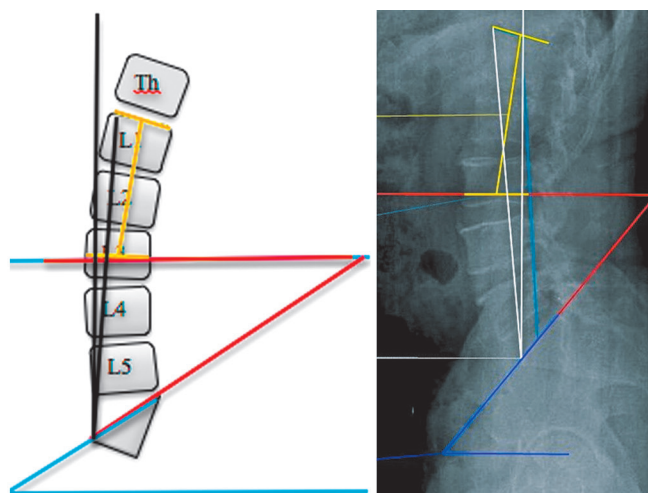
Поясничный лордоз 4 типа: а – скиаграмма расчета характеристик; б – боковая рентгенограмма позвоночно-тазового комплекса в положении стоя
